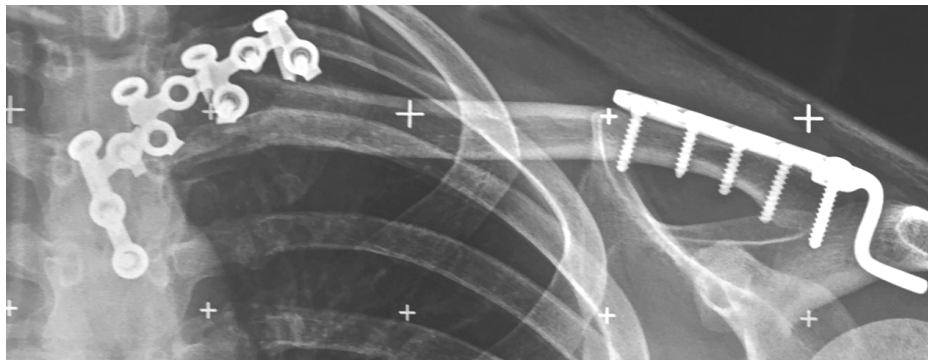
Пациент А. 35 лет. Рентгенограмма. Диагноз: Полный вывих левой ключицы. Состояние после открытого вправления вывиха ключицы, фиксации стернально-ключичного сочленения пластиной, фиксации акромиально-ключичного сочленения крючковидной пластиной слева
